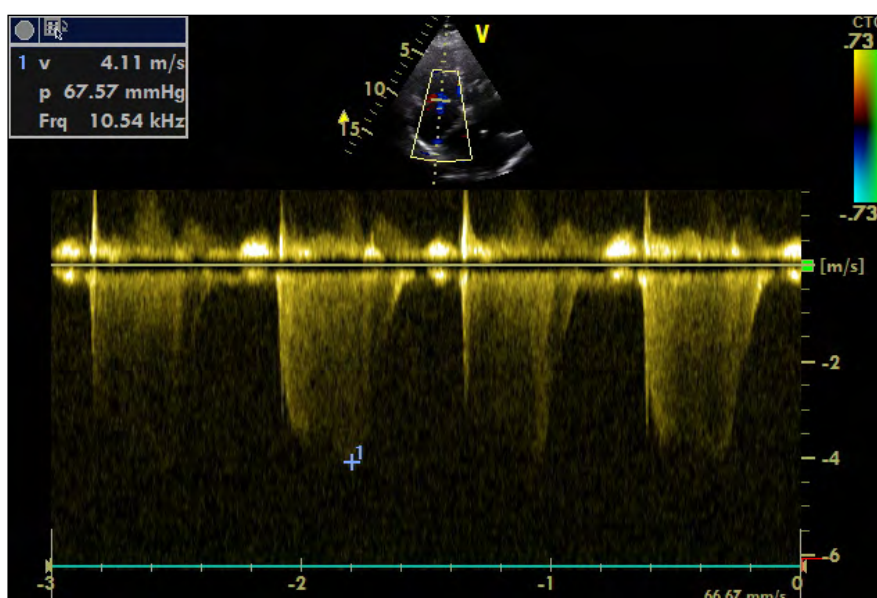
Echokardiografie, pulsni dopplerovská analýza průtoku na přepážce v levé síni, vrcholový gradient na membráně v levé síni odpovídá hemodynamicky středně významné mitrální stenóze, 32. týden těhotenství.
